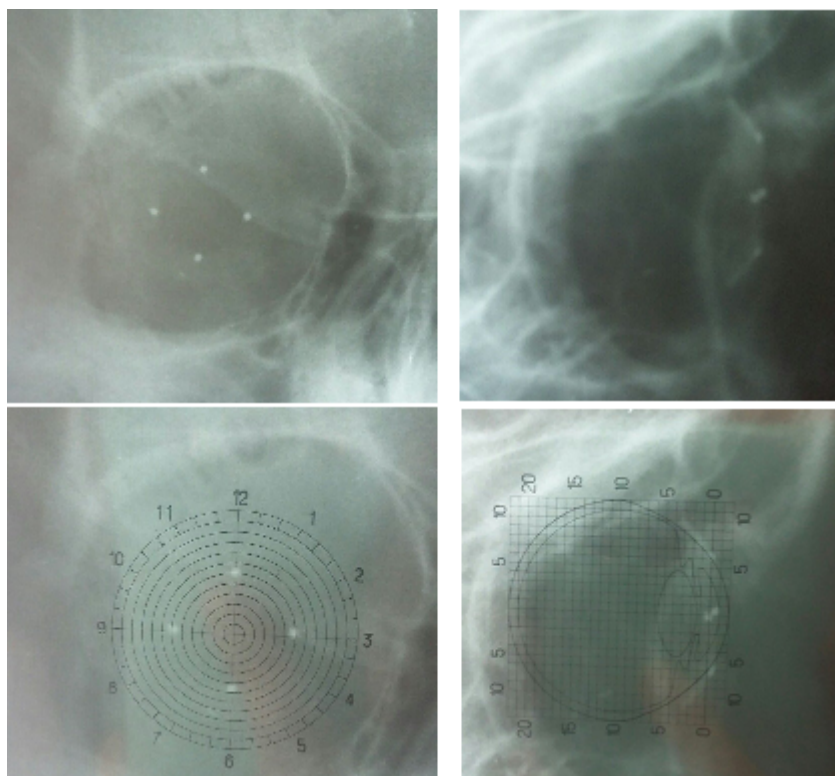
Определение локализации ВГИТ с помощью рентгенографии по Комбергу-Балтину.
